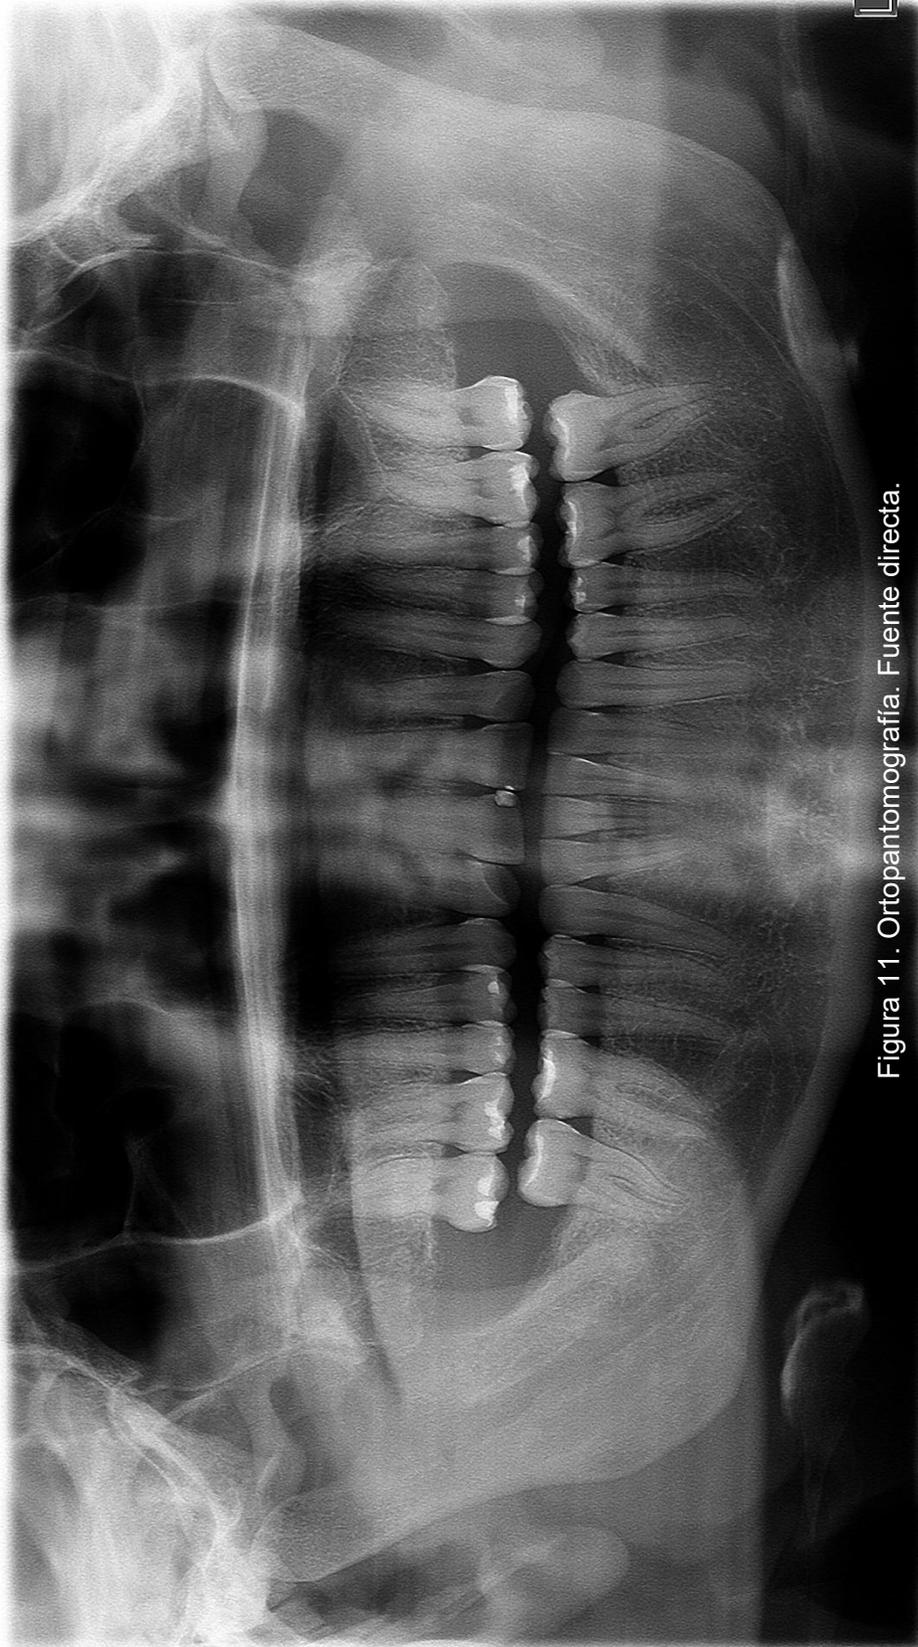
Ortopantomografía. Fuente directa.
